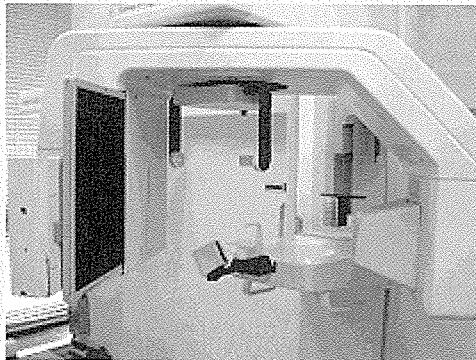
파노라마 방사선사진촬영기(좌)와 CR workstation
